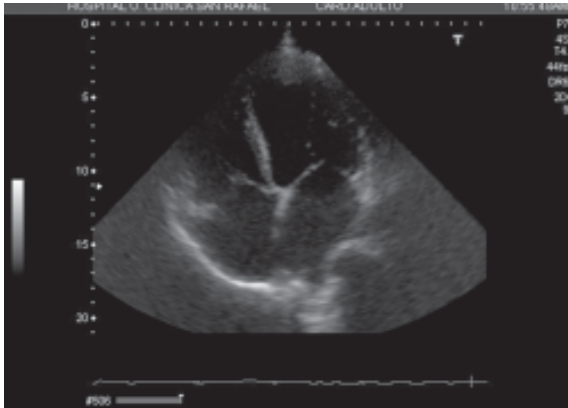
Ecocardiograma transtorácico que muestra la completa desaparición del trombo.
